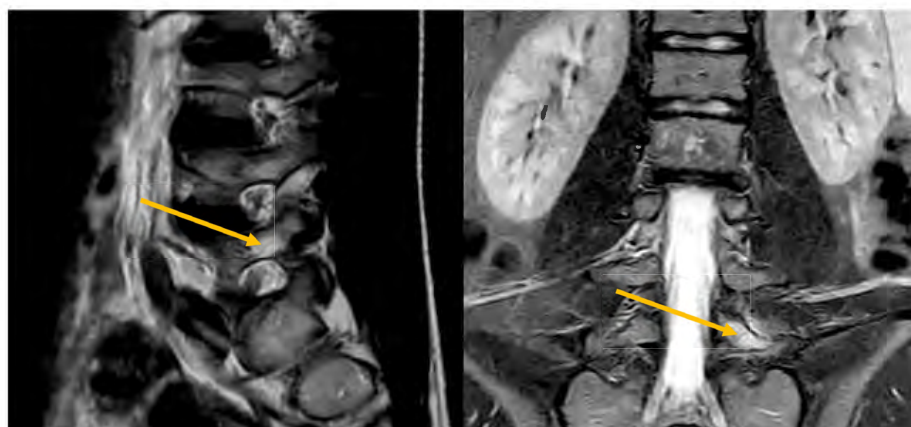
Knochenmarksödem im linken Pedikel-/Arcusbereich von L5 (gelbe Pfeile); links MRT T2-TSE sagittal; rechts MRT eSTIR-long TE coronal
